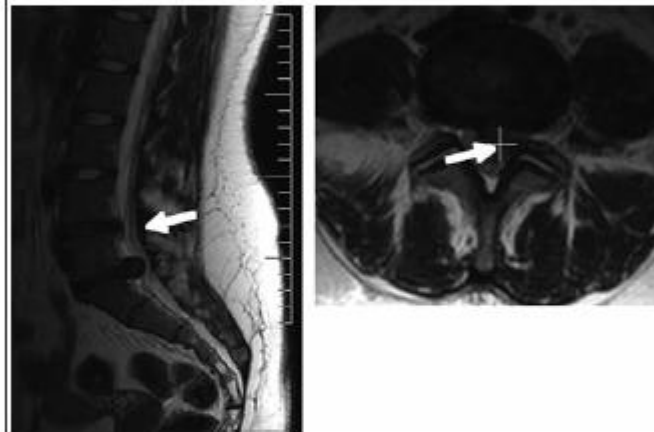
Грыжа диска L₄-L₅, протрузия L₁-L₂
